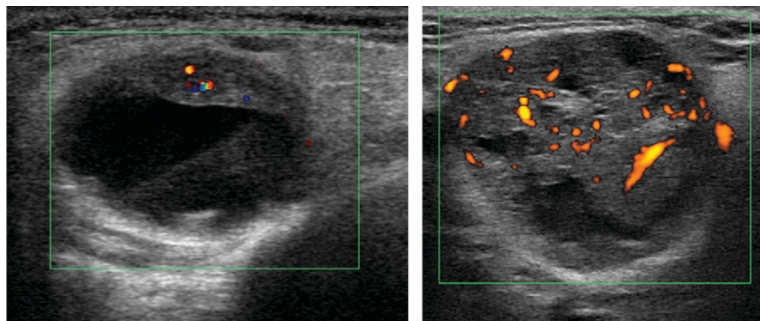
Imagens de US, evidenciando massas em glândulas salivares sendo avaliadas pela técnica de color Doppler. As áreas coloridas indicam pontos com fluxo sanguíneo, evidenciando que a lesão da esquerda é hipovascular, em contraste com a lesão da direita, relativamente vascularizada.
